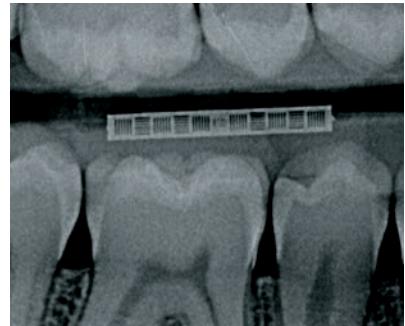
Рентгеновский снимок в прикусе
